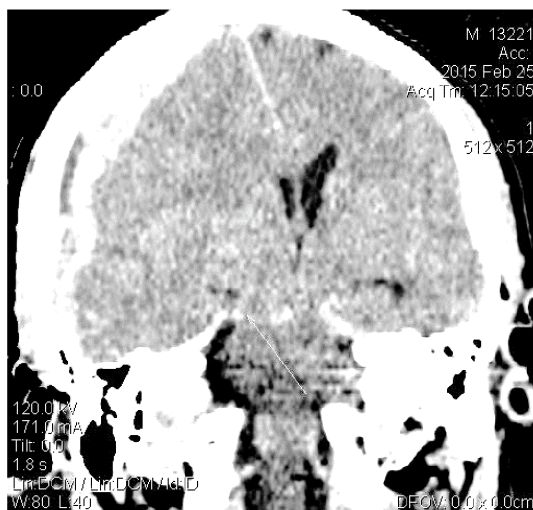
Больной Б.М., 41 год. СКТ головного мозга через 3,5 часа после травмы. Острая субдуральная гематома в правой лобно-теменно-височной области объемом около 170 см<sup>3</sup>, выраженная височно-тенториальная дислокация.
